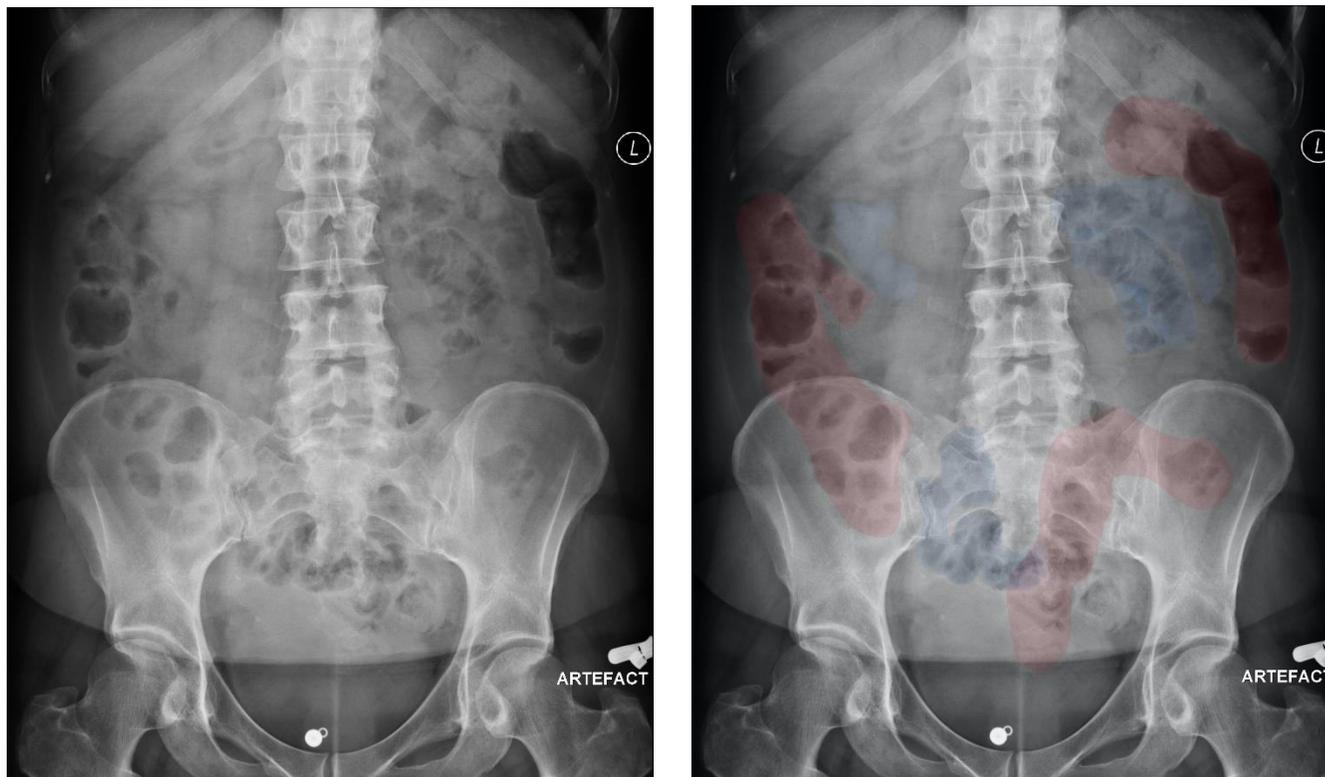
padrão normal de gases intestinais conforme radiografia simples de abdome. Na maioria das vezes, as sombras gasosas não são contínuas. O trajeto do intestino grosso (vermelho) e do intestino delgado (azul) é mostrado na imagem anotada.
